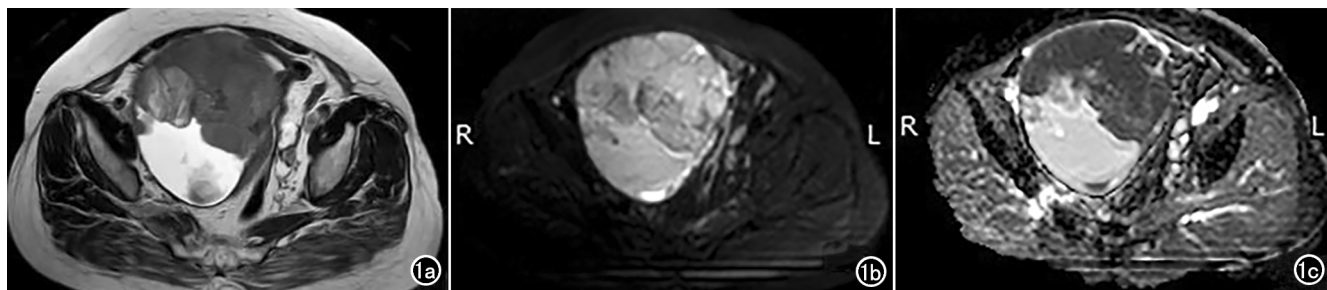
OC 患者 DWI 检查结果。a) T_2 WI 序列显示病灶成高低混杂信号;b) DWI 序列显示病灶成不均匀高信号,反应病变水分子弥散受限;c) ADC 图显示病灶实性部分呈低信号。
